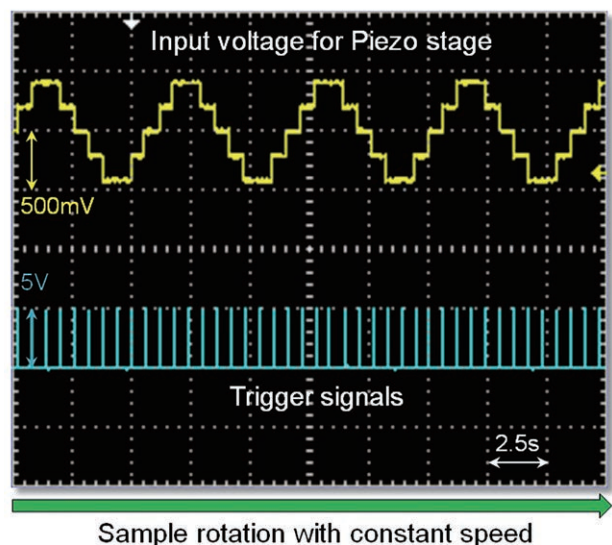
X線位相差CTハイスループット計測におけるG2スキャン用ピエゾステージへの入力電圧と画像撮影用TTLトリガーの関係。図は5ステップ縞走査、露光時間500 msの場合の測定例。
